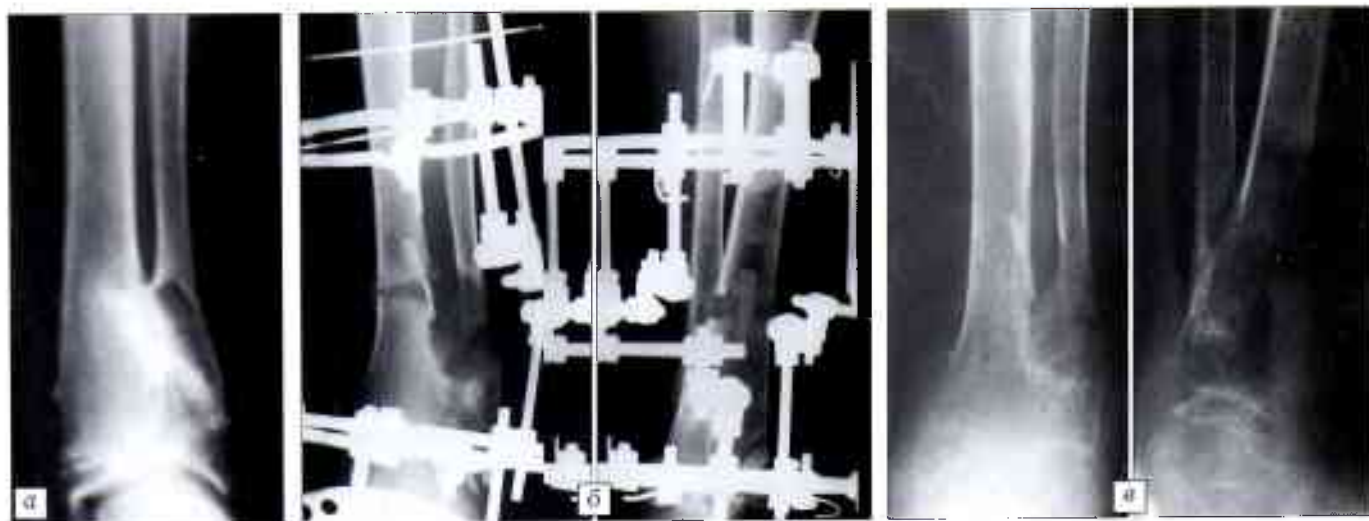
Рентгенограммы правой голени больной Г. 10 лет. Диагноз: экзостозная хондродисплазия, множественные костно-хрящевые экзостозы костей голени, вторичная вальгусная деформация голени.
